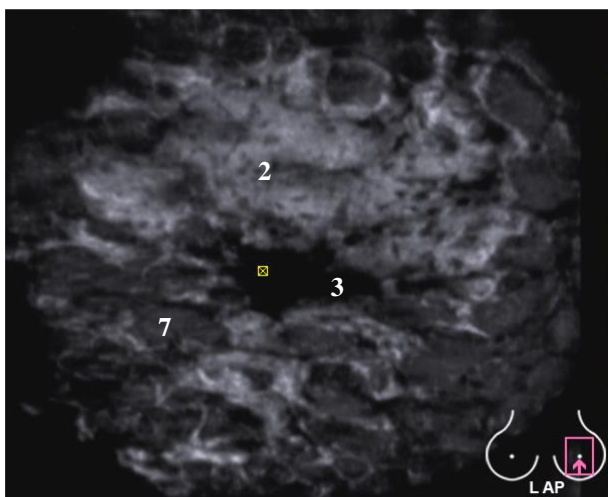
4Б Сонотомограмма левой молочной железы. Фронтальный срез.
